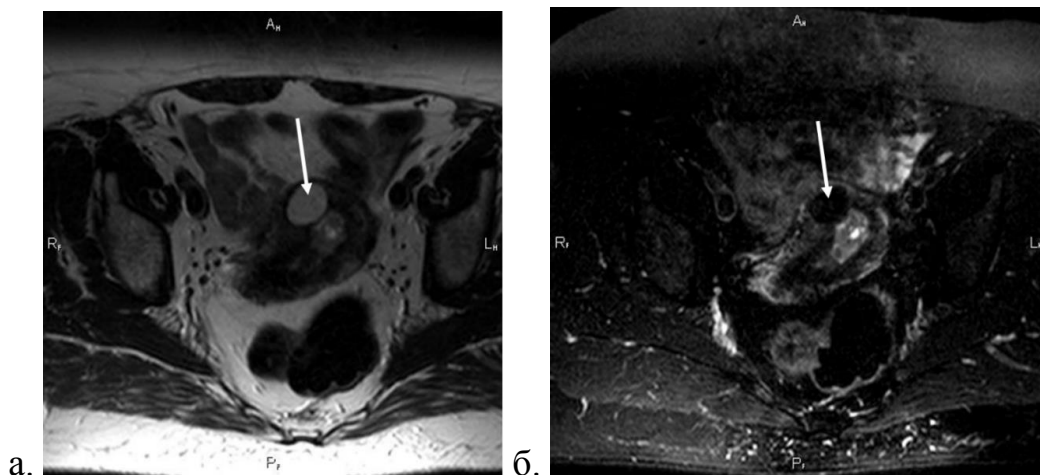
Пациентка Ф., 50 лет; 037FNA; МРТ малого таза; аксиальная плоскость; липолейомиома матки (стрелка) а) T2-ВИ без жироподавления, сигнал от жировой ткани в составе липолейомиомы гиперинтенсивный б) T2-ВИ FatSat, сигнал от жировой ткани в составе липолейомиомы гипоинтенсивный
